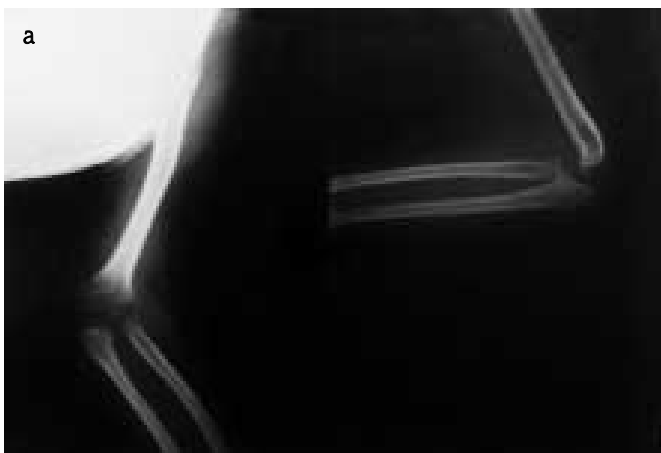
Pacienta nr. 1, subluxația capului radial: a. Rx stânga b. Rx dreapta / Patient nr 1, radius head subluxation: a. Xray-left. b. Xray-right.
